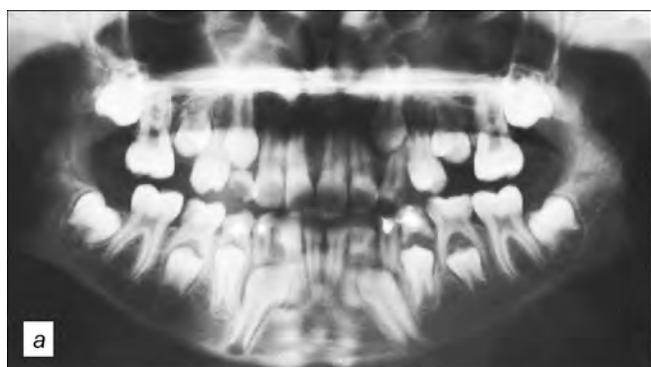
Ортопантомограммы пациента Р.А. в возрасте 9 лет (а), 12 лет (б), 15 лет (е).
